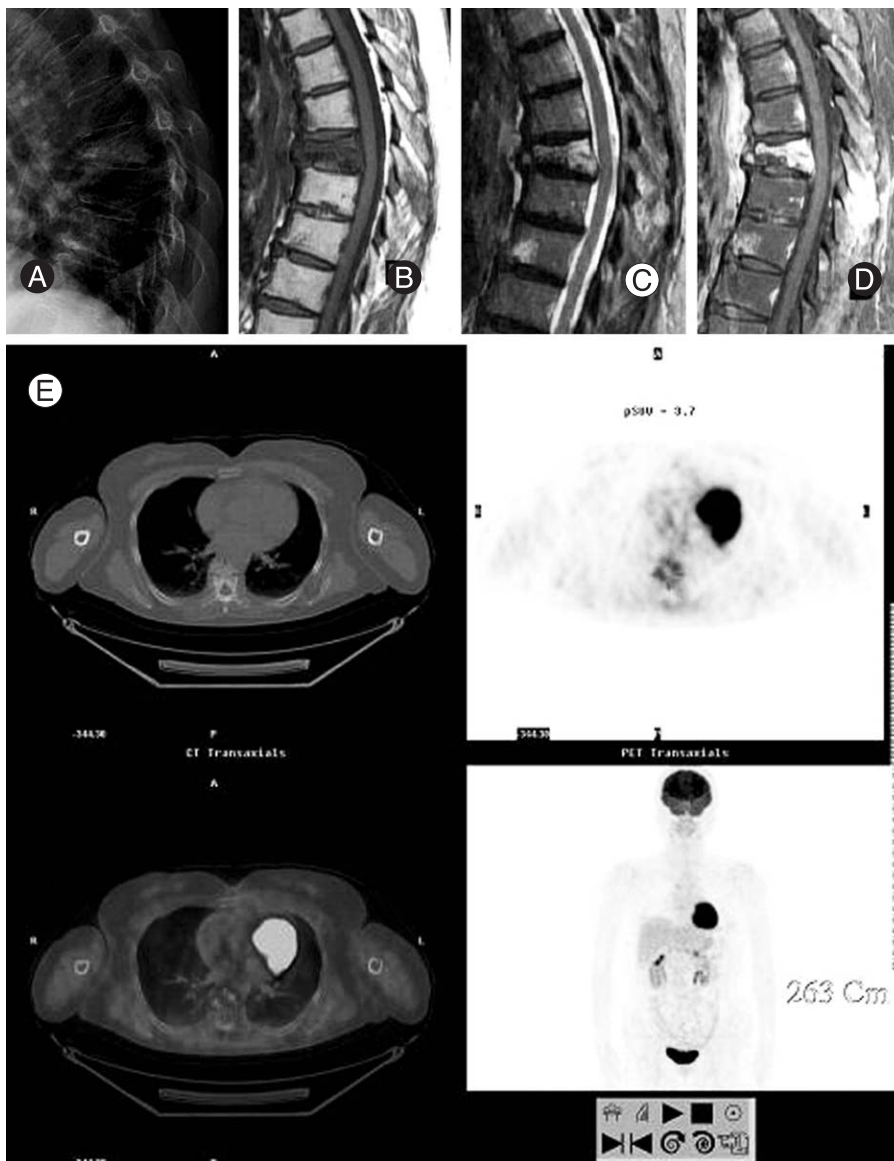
63-year old female with T7 fracture, clinically diagnosed as vertebral compression fracture. MRI shows fractured pattern rather than destructed with marrow edema, F-18 PET shows heterogeneous uptake weaker than liver. (A: plain X-ray, B: T1E1 MRI, C: T2E1 MRI, D: T1E1 enhanced MRI, E: PET/CT)
